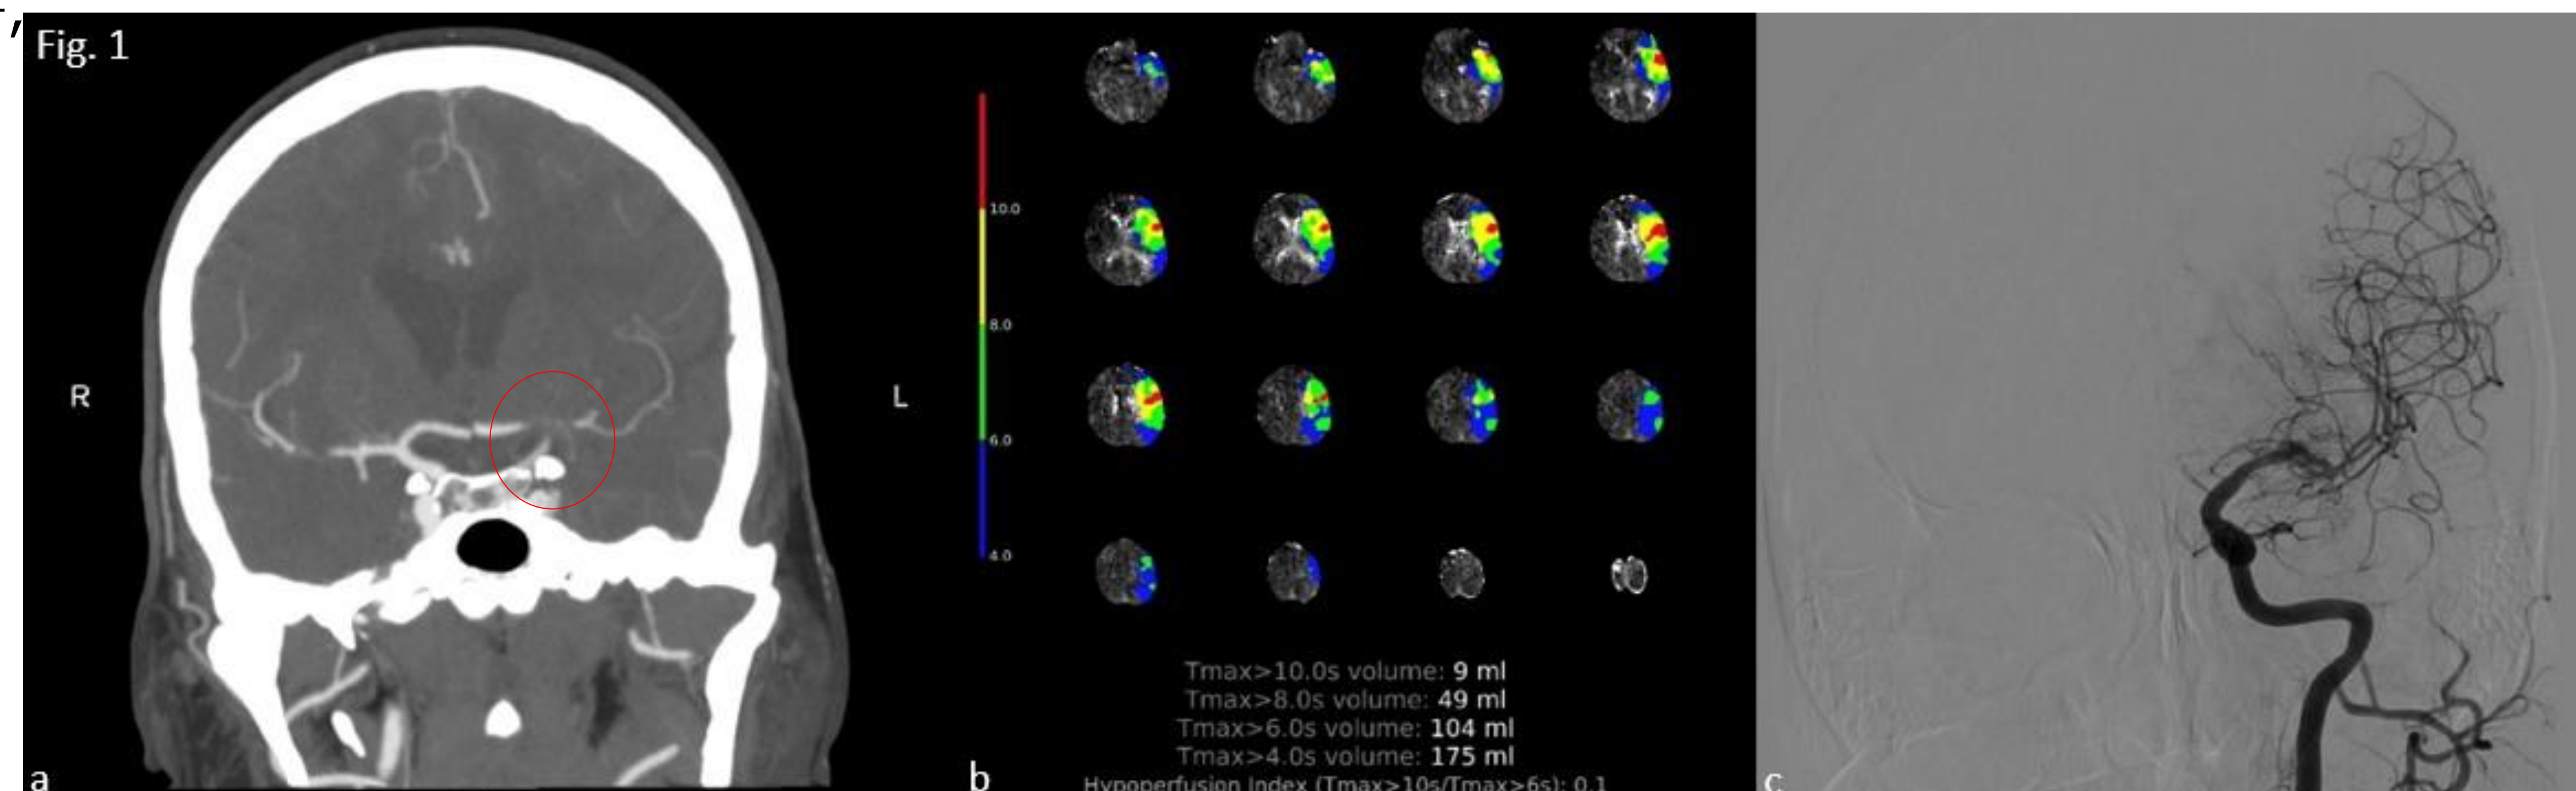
AngioTC: stenosi severa tratto A1 di ACA sn e occlusione tratto M1 di ACM sn. Fig. 1b TC perfusion: alle mappe Tmax vasta area di penombra ischemica sn. Fig. 1c AGX: completa ricanalizzazione dopo posizionamento di stent intracranico dal sifone carotideo distale al tratto M1 di ACM sn.
